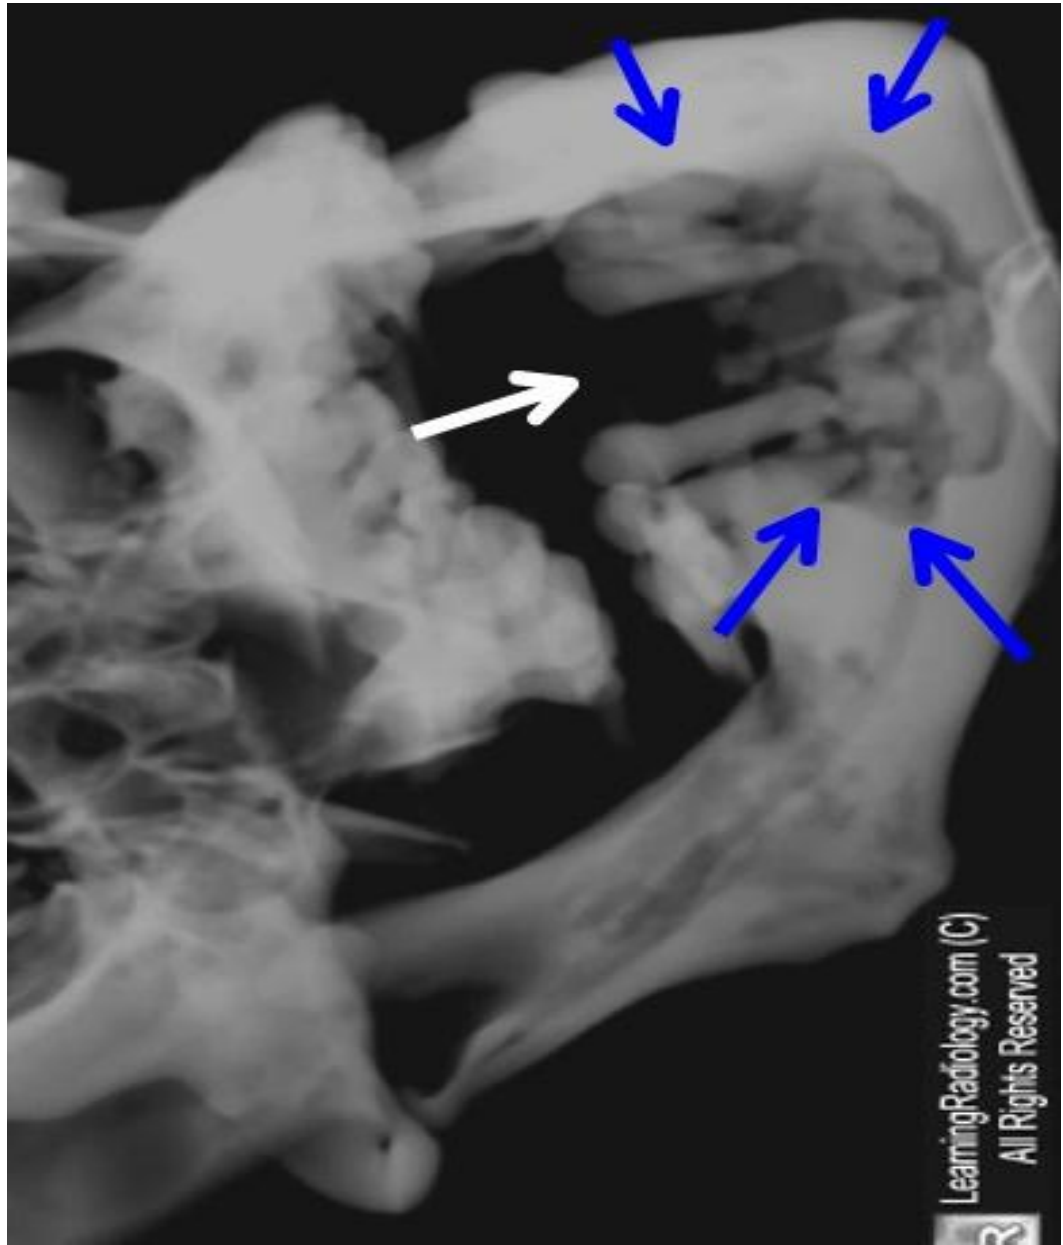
Corte longitudinal de una TAC, muestra la lisis del hueso ¹³
